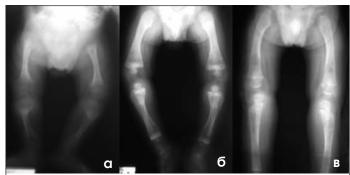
Рентгенограмма нижних конечностей, пациент Д.В. а – до лечения: диффузные метафизарные зоны и сниженная минерализация костей, характерные для гипофосфатазии; 6 – 12-я неделя фермент-заместительной терапии: отмечается улучшение минерализации;
